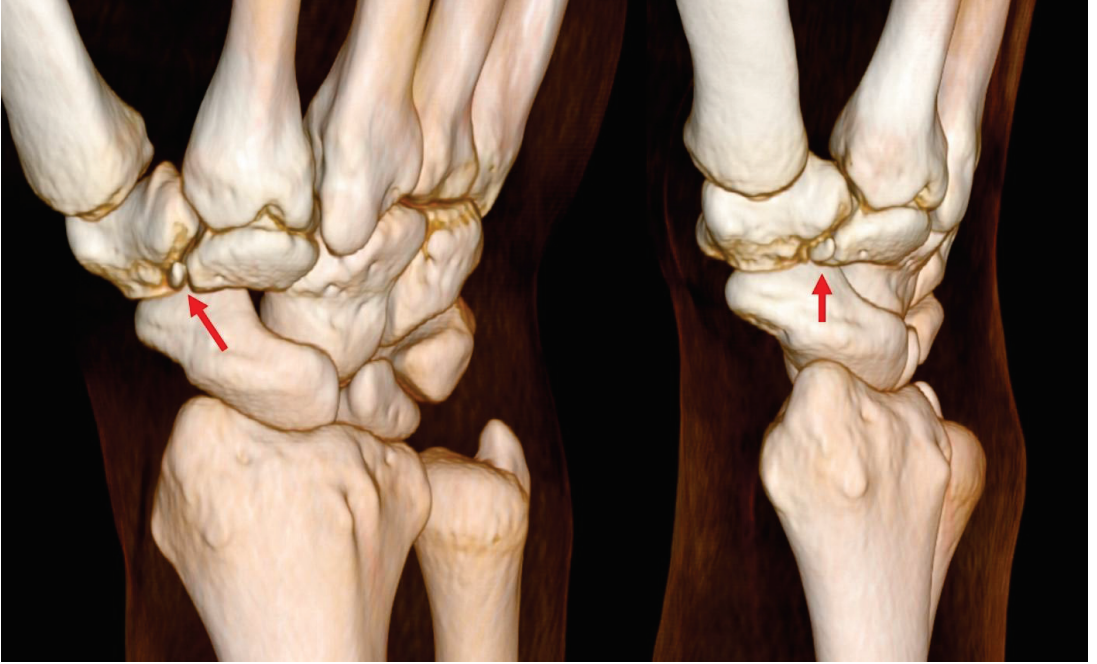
Os trapezium secundarium görünümü. 3D BT görüntüleri. Mavi oklar kemikçiği işaret etmektedir.
